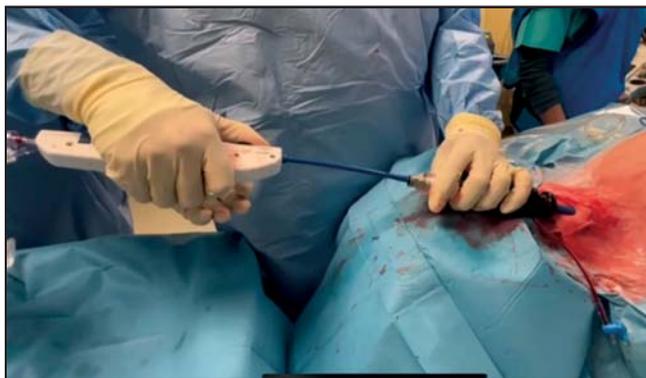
Имплантация протеза МедЛаб-КТ трансъюгулярным доступом. Система доставки соединена с интродьюсером, установленным в правой яремной вене.
